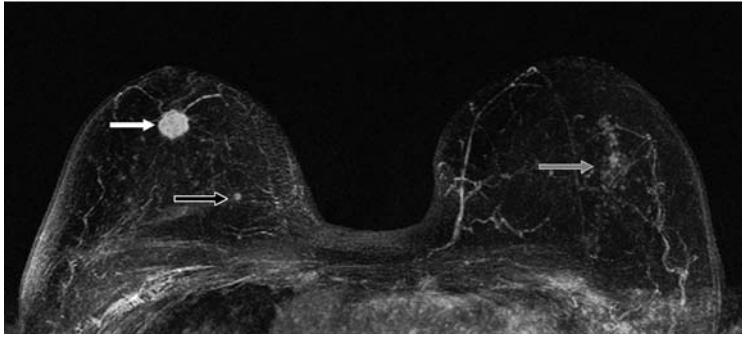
Multizentrisches Mammakarzinom rechts. Invasives Karzinom (Indextumor, weißer Pfeil) rechts zentral sowie kleines invasives Zweitkarzinom rechts innen (schwarzer Pfeil). Sinnvolle Vorgehensweise: Sicherung des Indextumors durch ultraschallgesteuerte Stanzbiopsie. Sicherung des Zweitkarzinoms durch MR-gesteuerte Vakuumbiopsie. Frage: Warum eigentlich keine brusterhaltende Behandlung beider Tumoren und adjuvante Bestrahlungsbehandlung der rechten Mamma trotz Multizentrität? Nebenaspekt: Klinisch, mammografisch und sonografisch okkultes High-Grade-DCIS links (grauer Pfeil).
